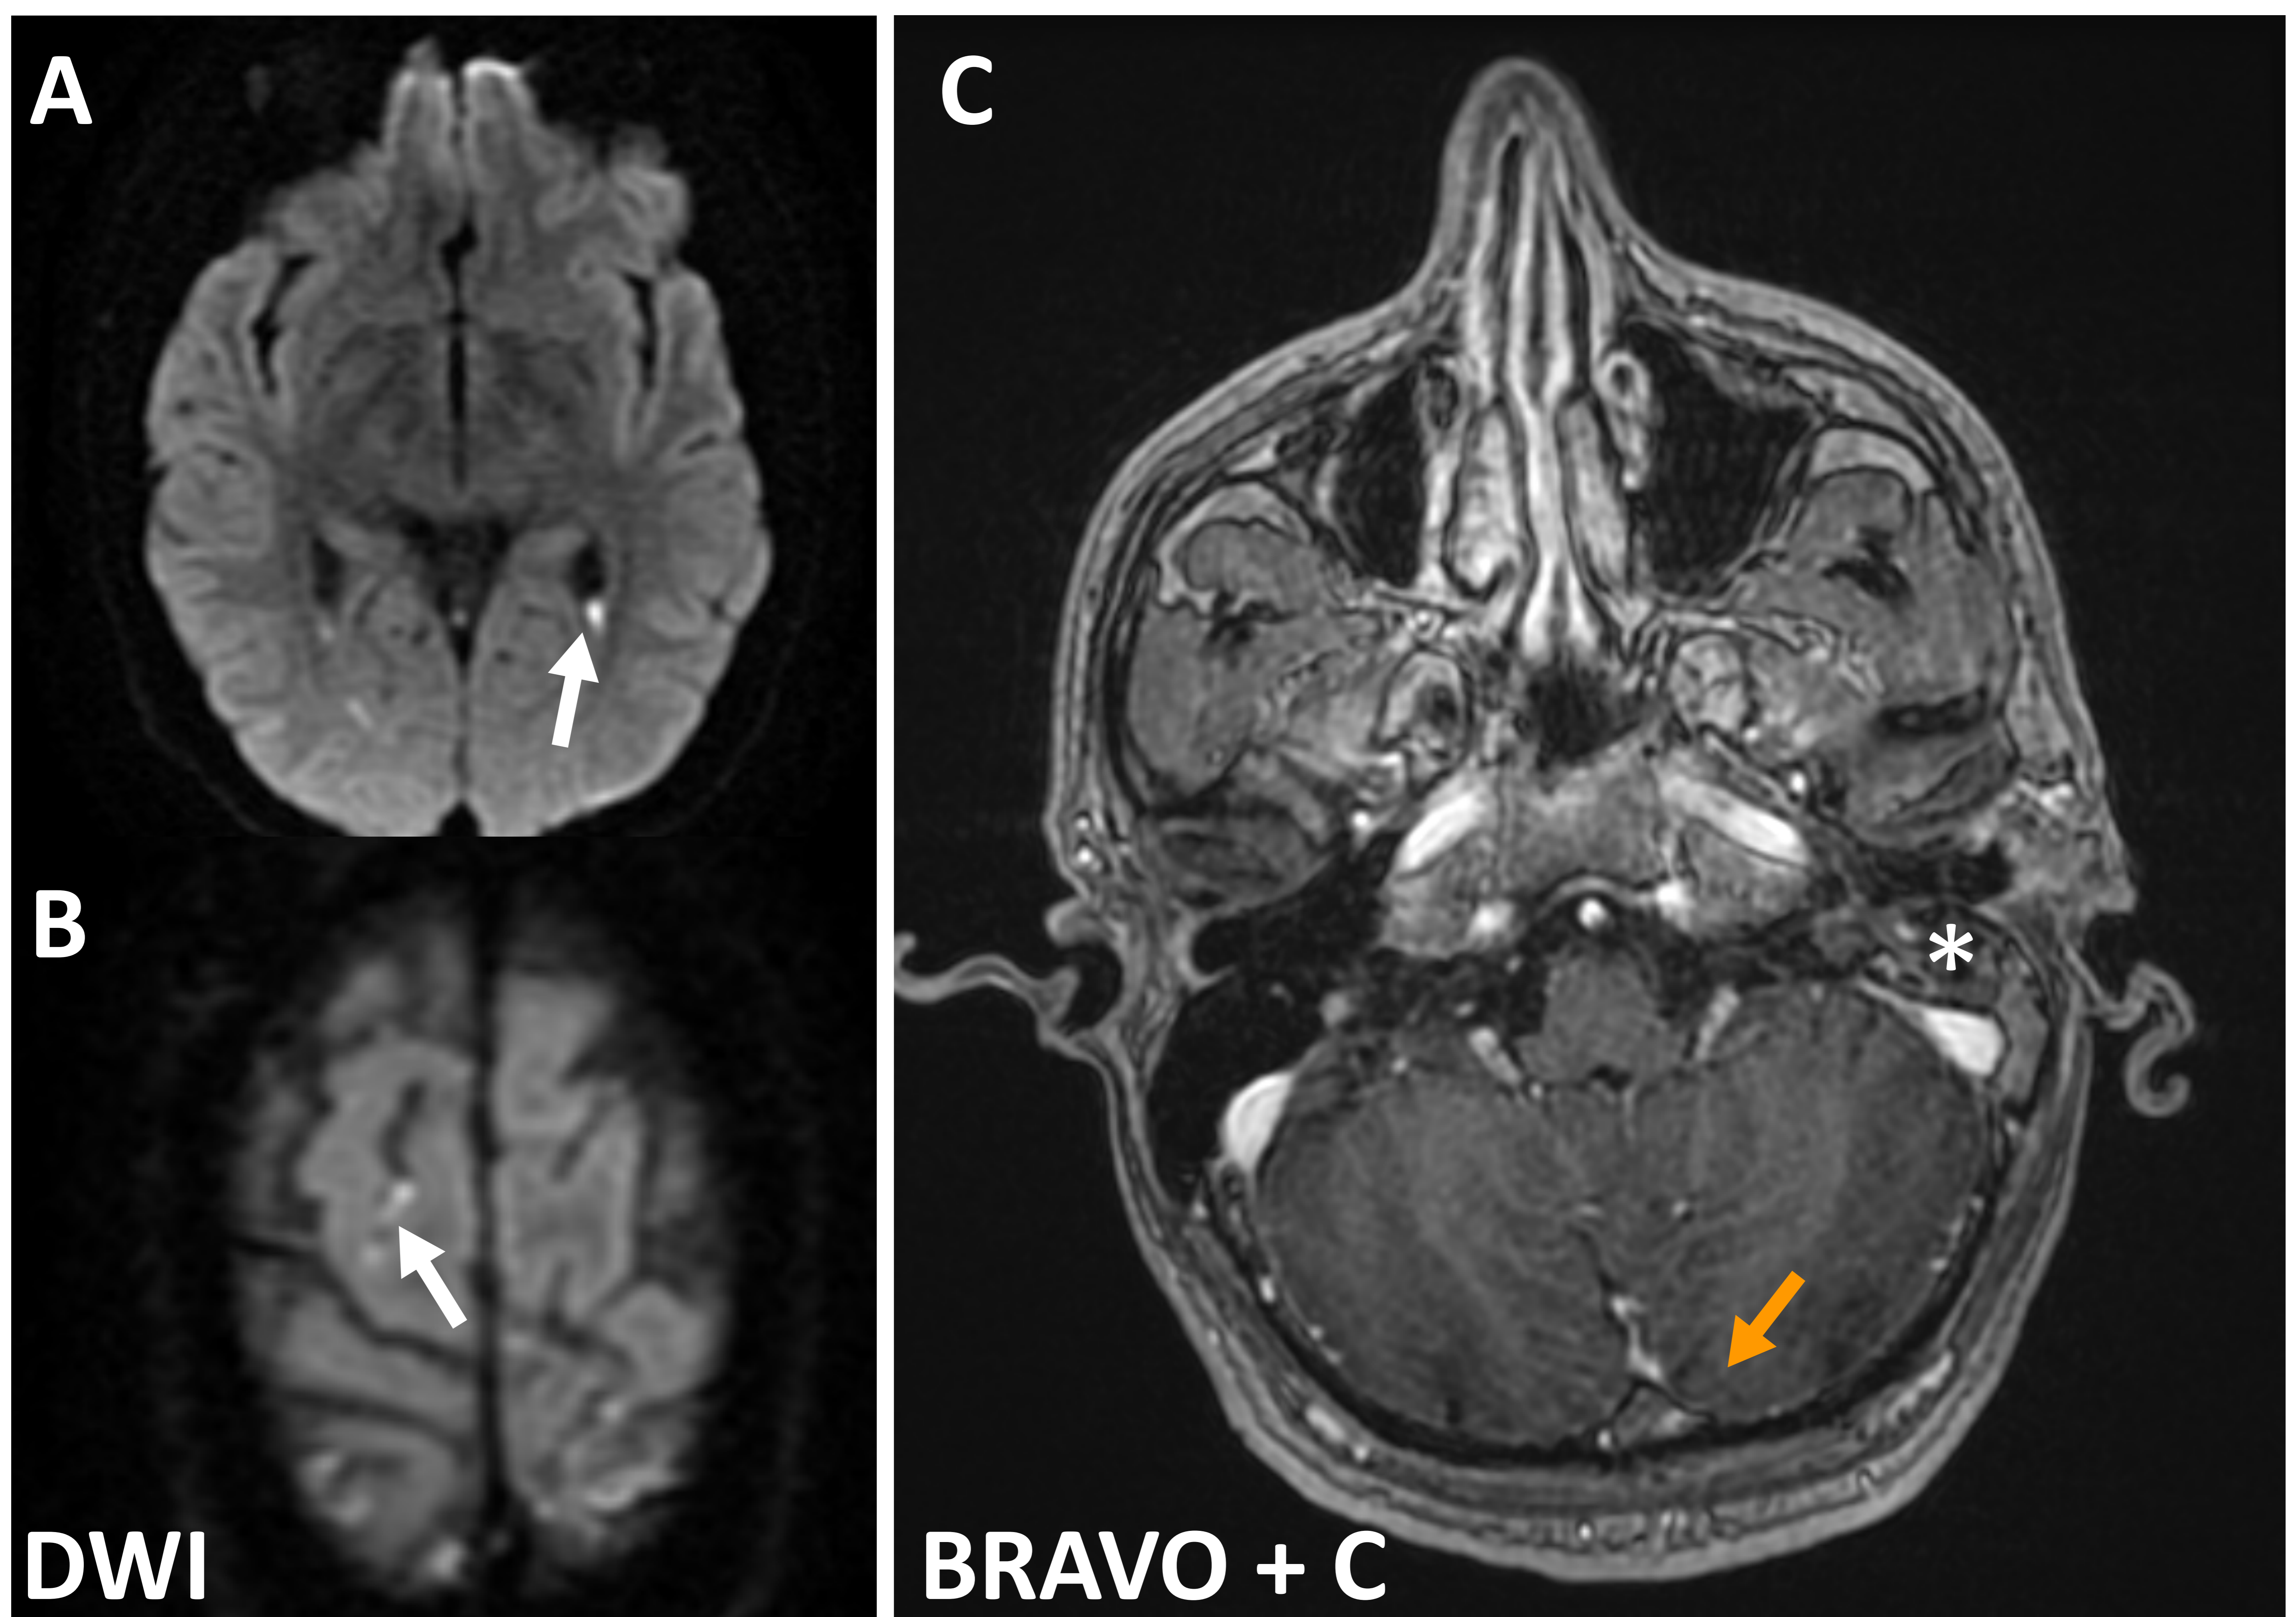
Otomastoiditis izquierda complicada con una meningitis neumocócica. RM realizada con gadolinio. A. y B. Restricción a la difusión en astas occipitales y surcos cerebrales sugerente de contenido purulento (flechas blancas). C. Ocupación por secreciones de las celdillas mastoideas izquierdas (asterisco) y trombosis del seno sagital superior (flecha naranja).
